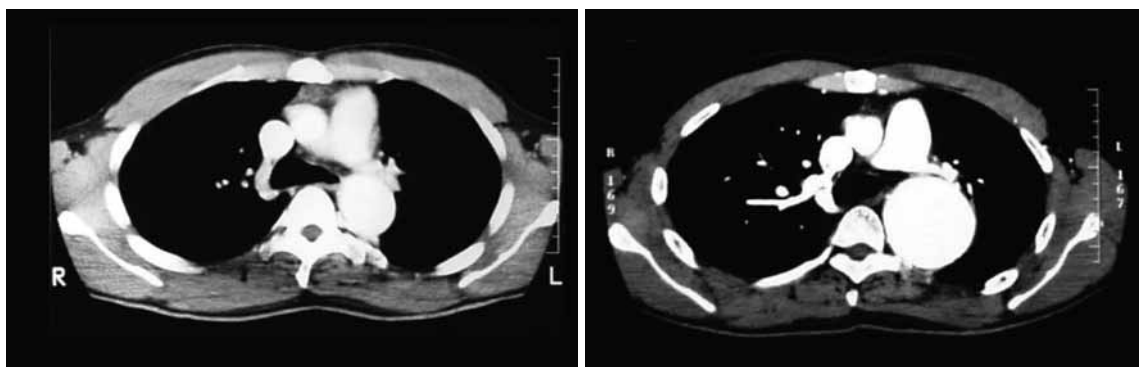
Preoperative chest CT (computed tomography) scan.
